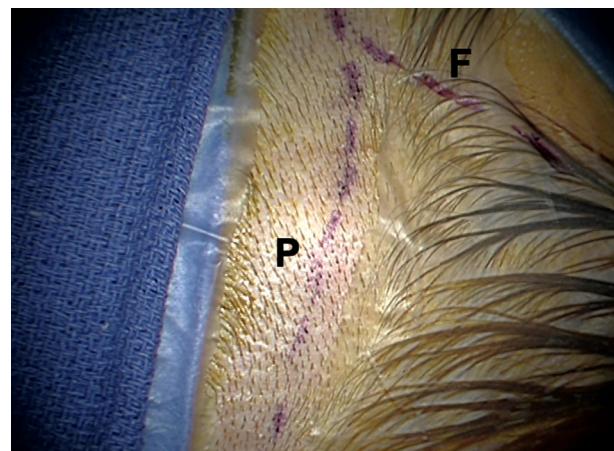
Patient preparation (left side): shaving and skin marking along the frontal (F) and parietal (P) branches of the superficial temporal artery (STA) is performed guided by a mini-Doppler.
